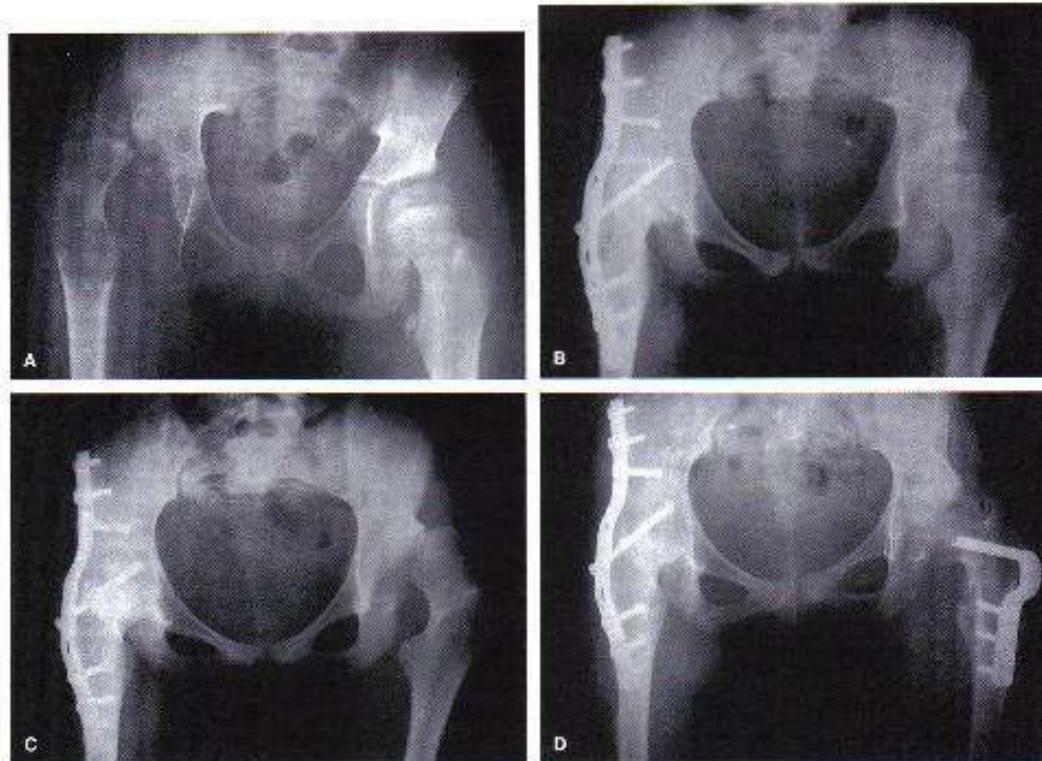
(A) Preoperative radiograph showing a right hip dislocation in a 14-year-old girl. (B) Two years after the arthrodesis. (C) In the third year after surgery, the left hip started to subluxate. (D) Radiograph of the right hip 6 years after surgery and the left hip 2 years and 4 months after surgery.
